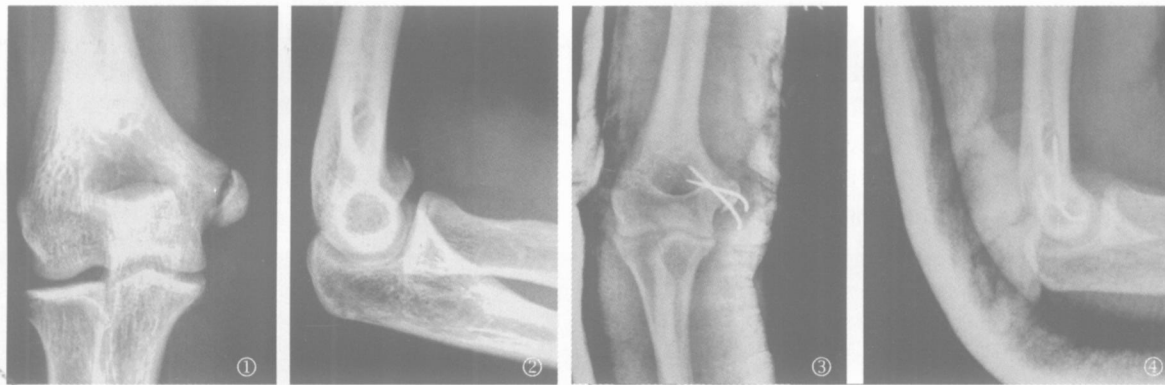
男,17岁,肱骨内上髁骨折致尺神经卡压 ①②右肘正侧位 X线片示右肱骨内上髁骨骺骨折,骨片旋转并向前移位,骨折线经过尺神经沟;③④右肘正侧位 X线片示右肱骨内上髁骨折术后,骨折复位良好,2枚克氏针内固定
